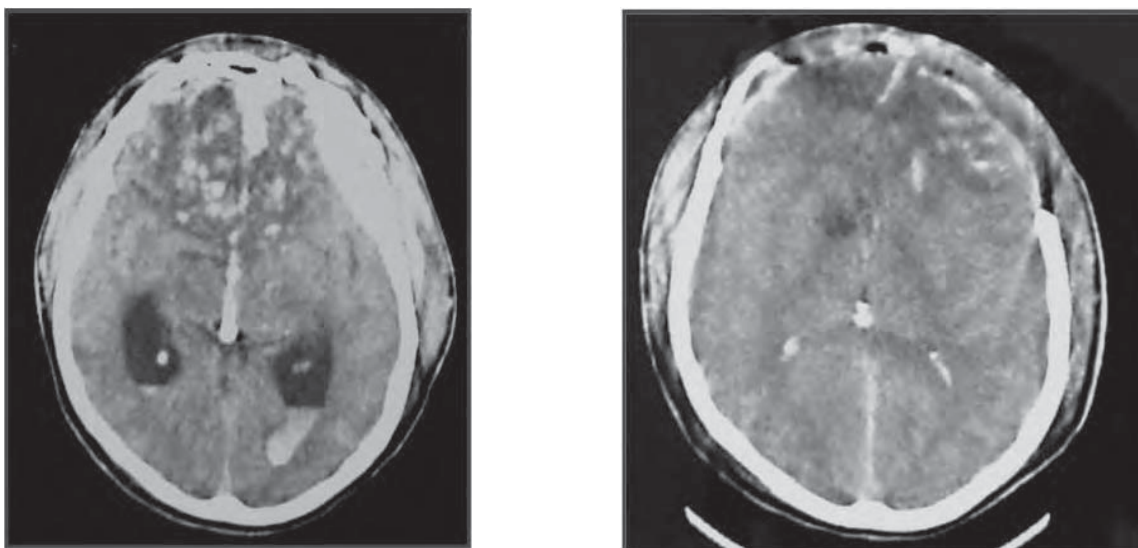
/16.- TAC de cráneo. Traumatismo grave con imágenes de contusión y hemorragia en ambos lóbulos frontales. Craniectomía descompresiva frontal ampliada.
